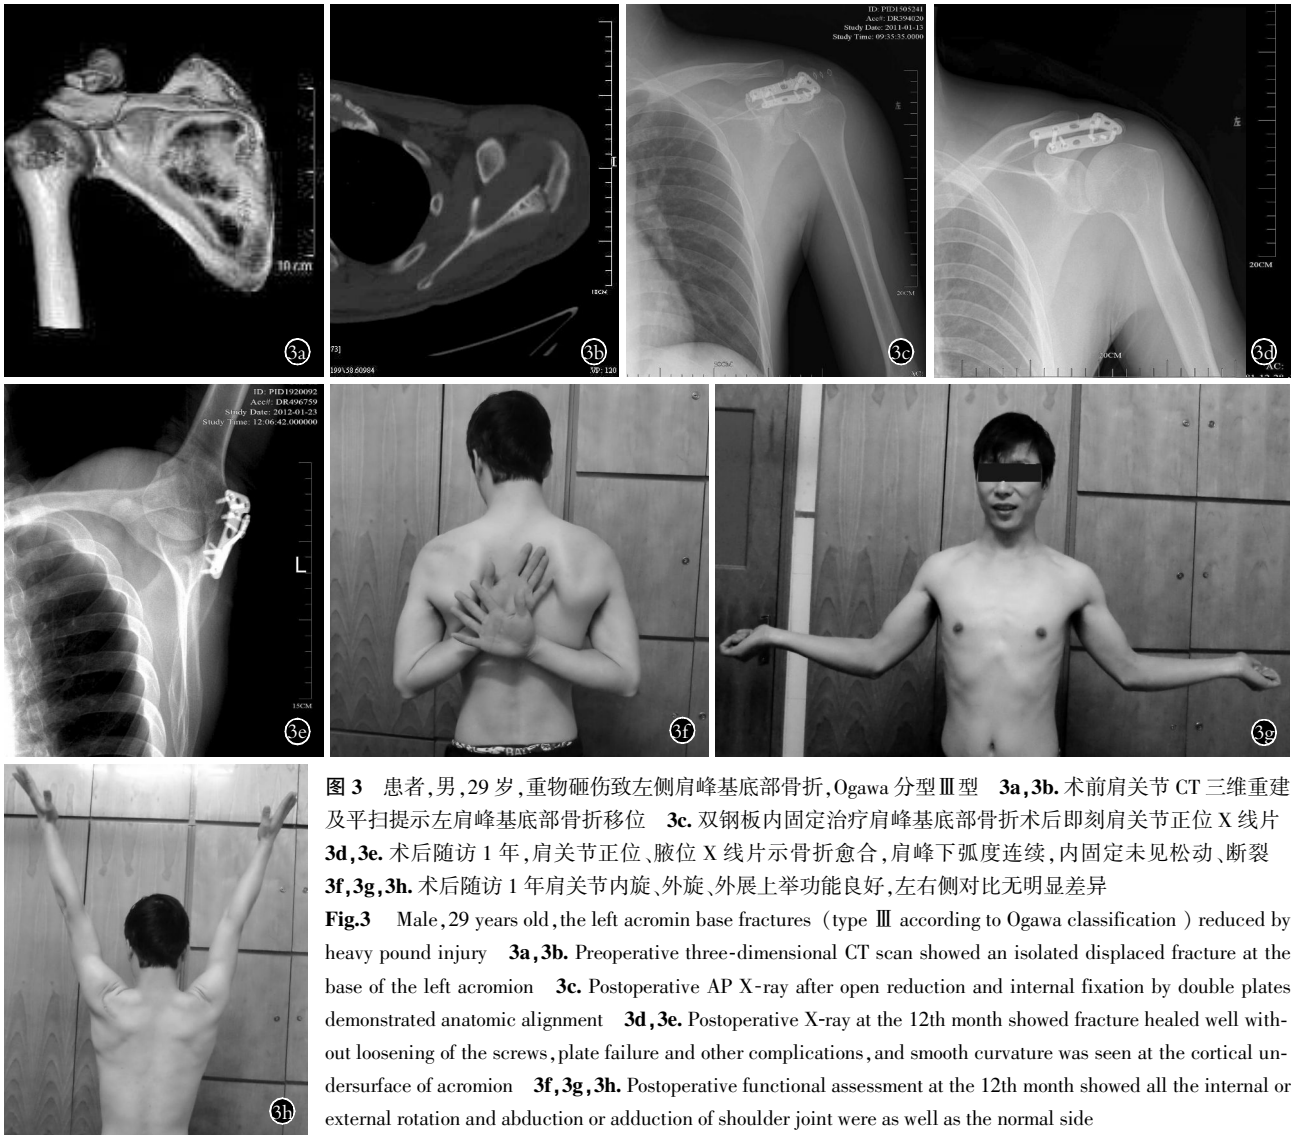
患者,男,29岁,重物砸伤致左侧肩峰基底部骨折,Ogawa分型Ⅲ型 3a,3b.术前肩关节CT三维重建及平扫提示左肩峰基底部骨折移位 3c.双钢板内固定治疗肩峰基底部骨折术后即刻肩关节正位X线片 3d,3e.术后随访1年,肩关节正位、腋位X线片示骨折愈合,肩峰下弧度连续,内固定未见松动、断裂 3f,3g,3h.术后随访1年肩关节内旋、外旋、外展上举功能良好,左右侧对比无明显差异
